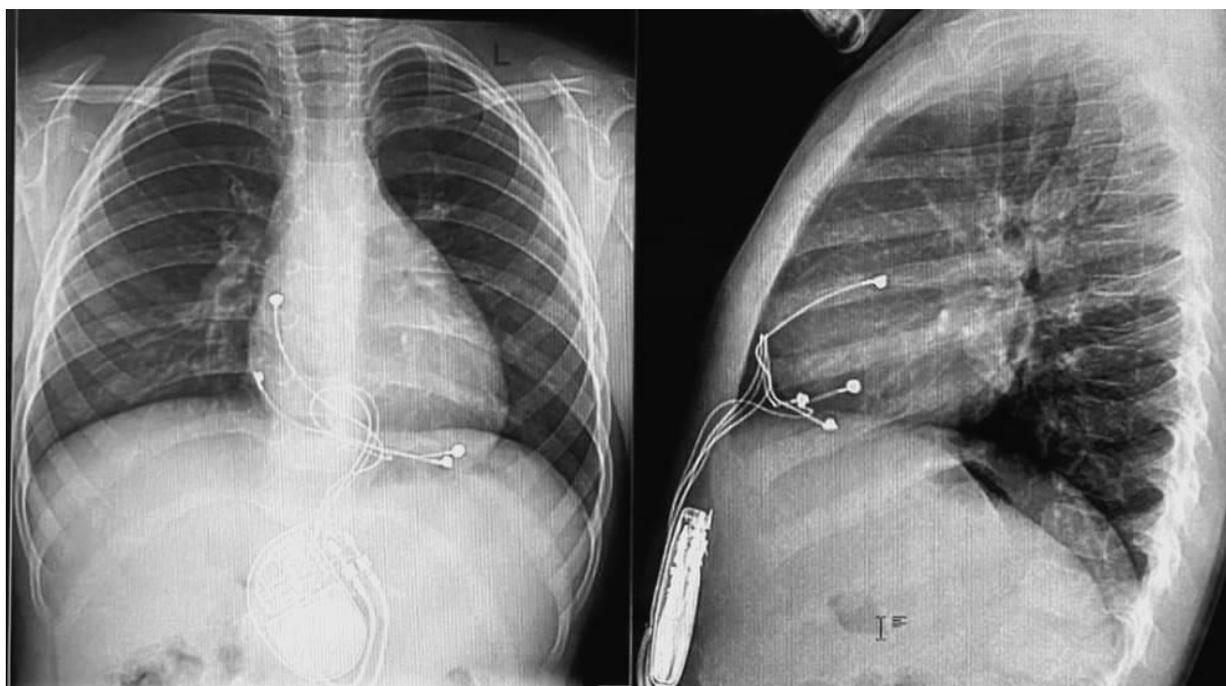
Пациент Б, 2 года. Рентгенография органов грудной клетки в прямой и боковой проекции на 2-е сутки после имплантации эпикардальной системы ЭКС с локализацией электрода на вершущке ЛЖ
